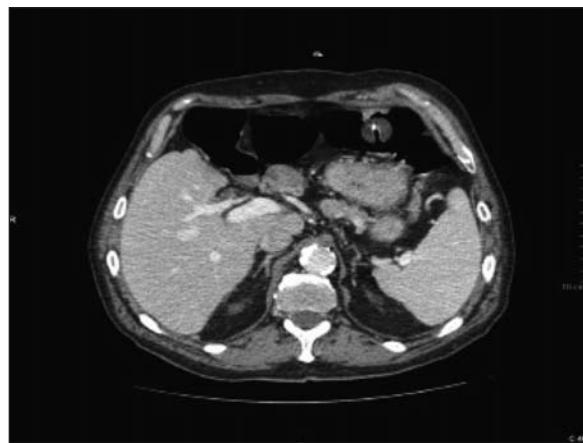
TAC de abdomen que evidencia la presencia de extremo distal de gastrostomía en región distal colon trasverso.
